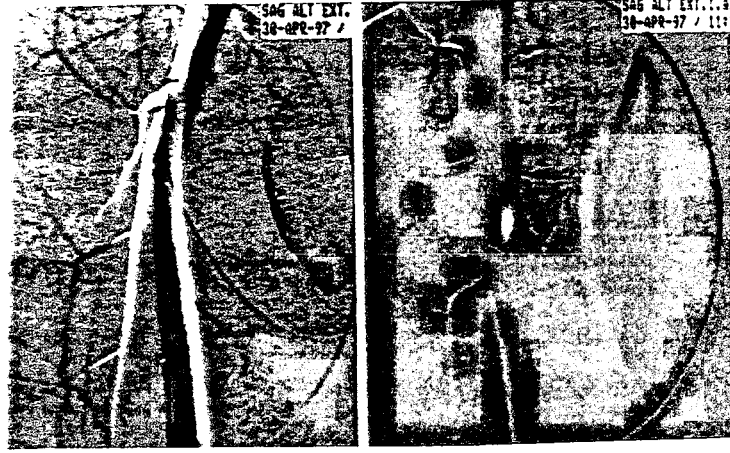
Sağ femoral vende trombüsü olan olguda trombüsün iliak bölgeye yayılımı venografik incelemede gözden kaçarken (A), renkli Doppler US ile ; renkli görüntüleme yoluyla (B ve C), femoral vende valsalva manevrası ile venöz çapın artmaması ile (D) ve yine valsalva manevrası ile akımın kesilmemesi ile tanınmaktadır. Femoral vende akımın fazisitesinin kaybı da tanıda yardımcıdır.
